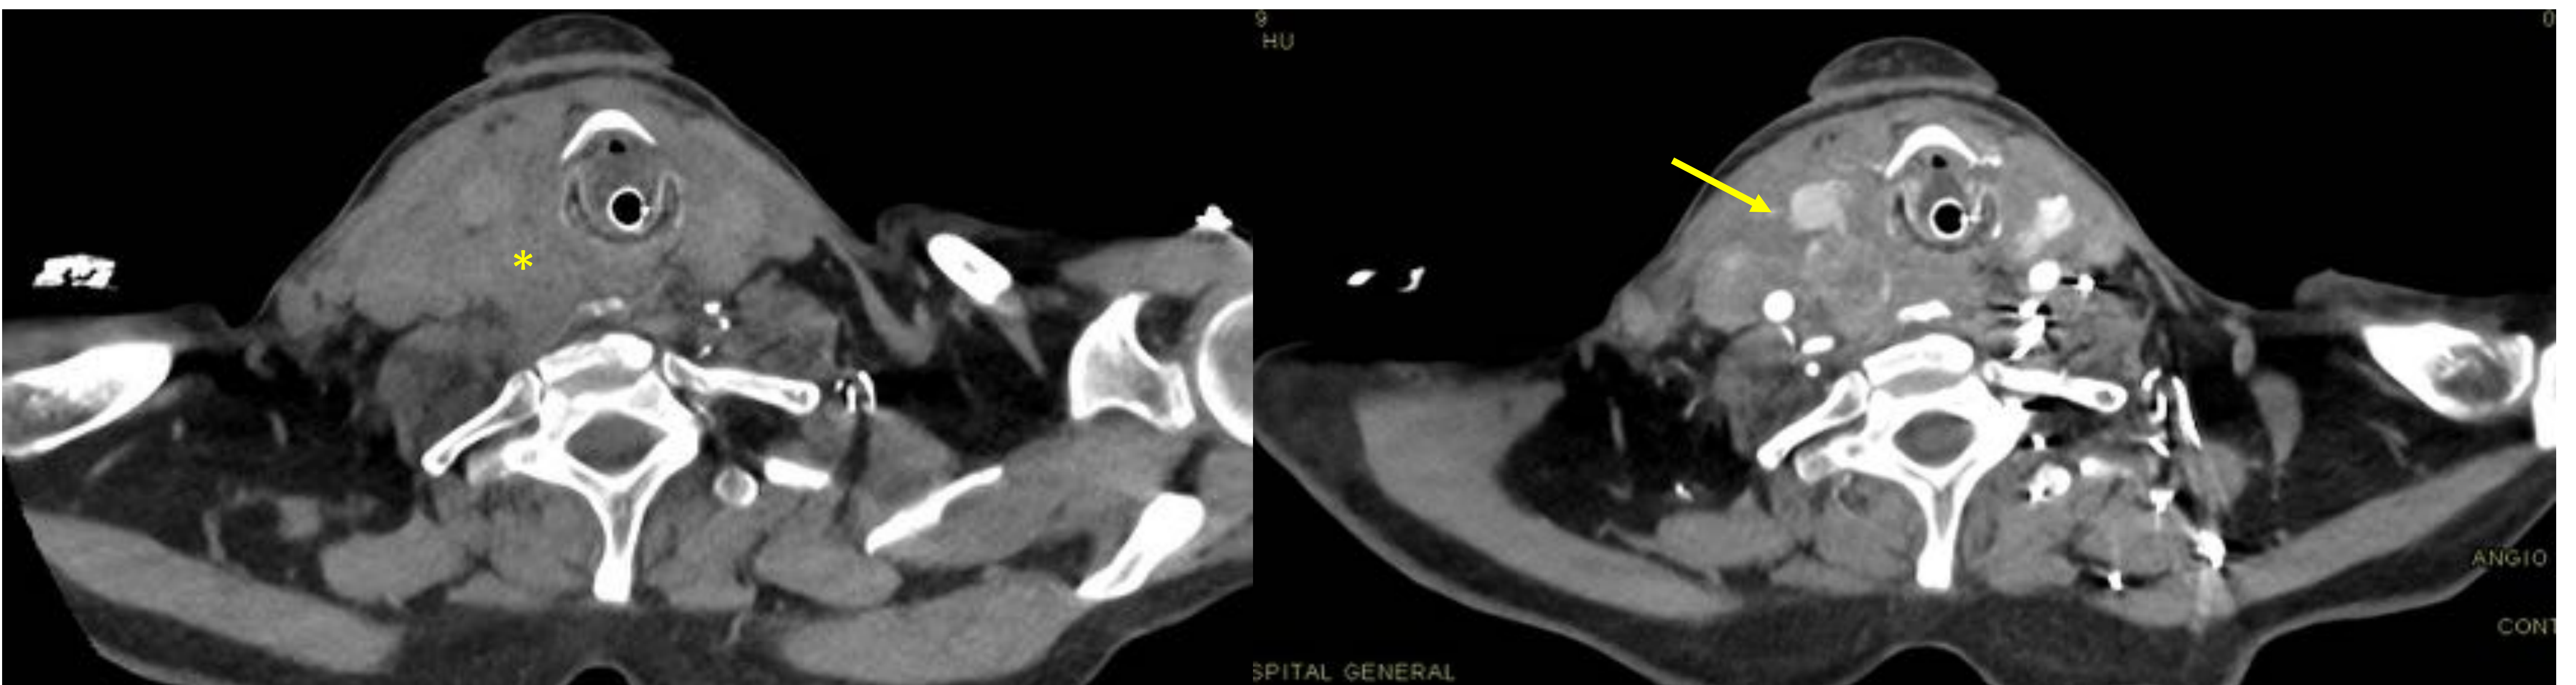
TC basal y con CIV. Se observa un hematoma cervical profundo (*) con un foco de extravasado de contraste (*flecha*) sugestivo de sangrado activo (podría depender de la arteria tiroidea inferior por localización).
